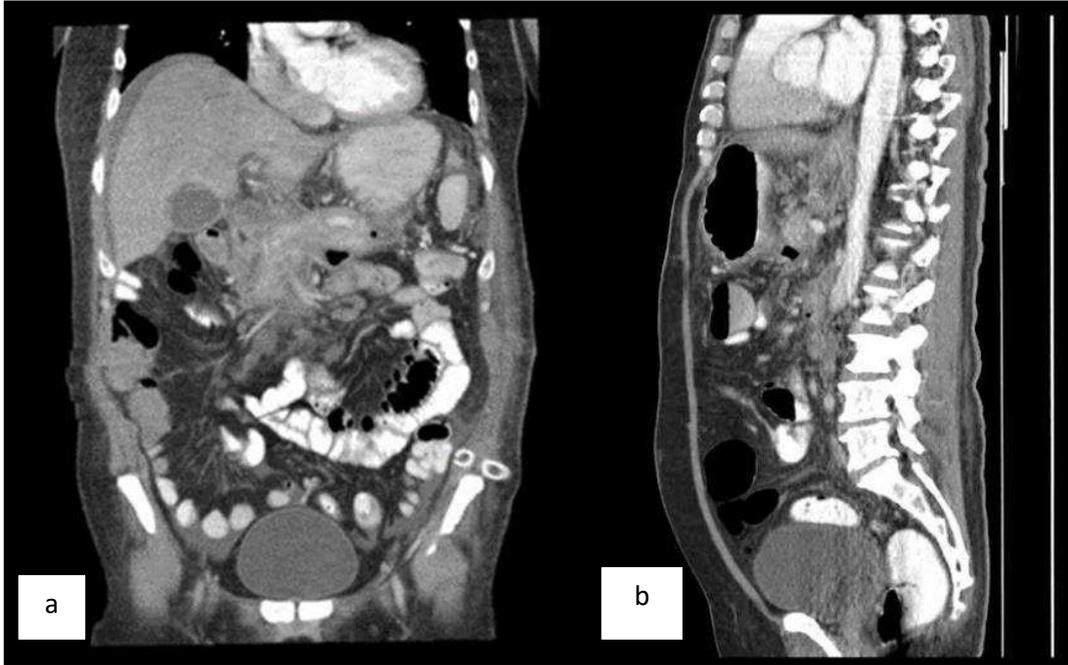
Figura #11; TAC de Abdomen a) Imagen seccional corte coronal. b) Imagen seccional corte sagital. Hígado: densidad heterogénea, contornos normales. Vías biliares intrahepáticas: normales. Vesícula biliar: apariencia normal. Existe líquido perihepático y en flancos. Páncreas: aumentado de tamaño. Se visualiza imagen hiperdensa (stent) a nivel del colédoco distal.
